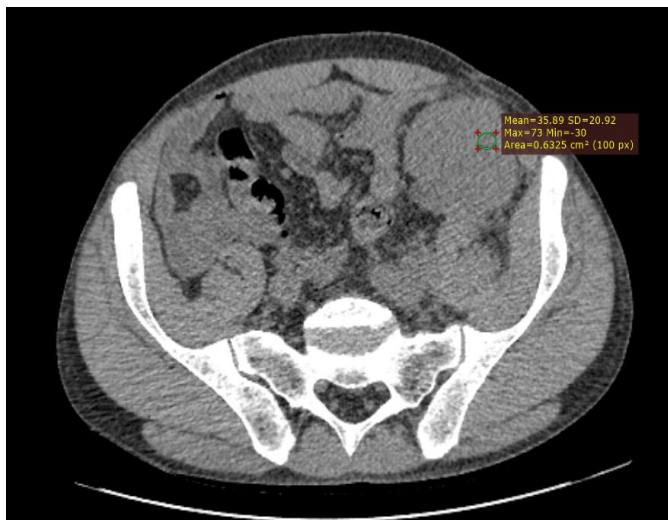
Нативная КТ трансплантированной почки (в левой подвздошной области).
